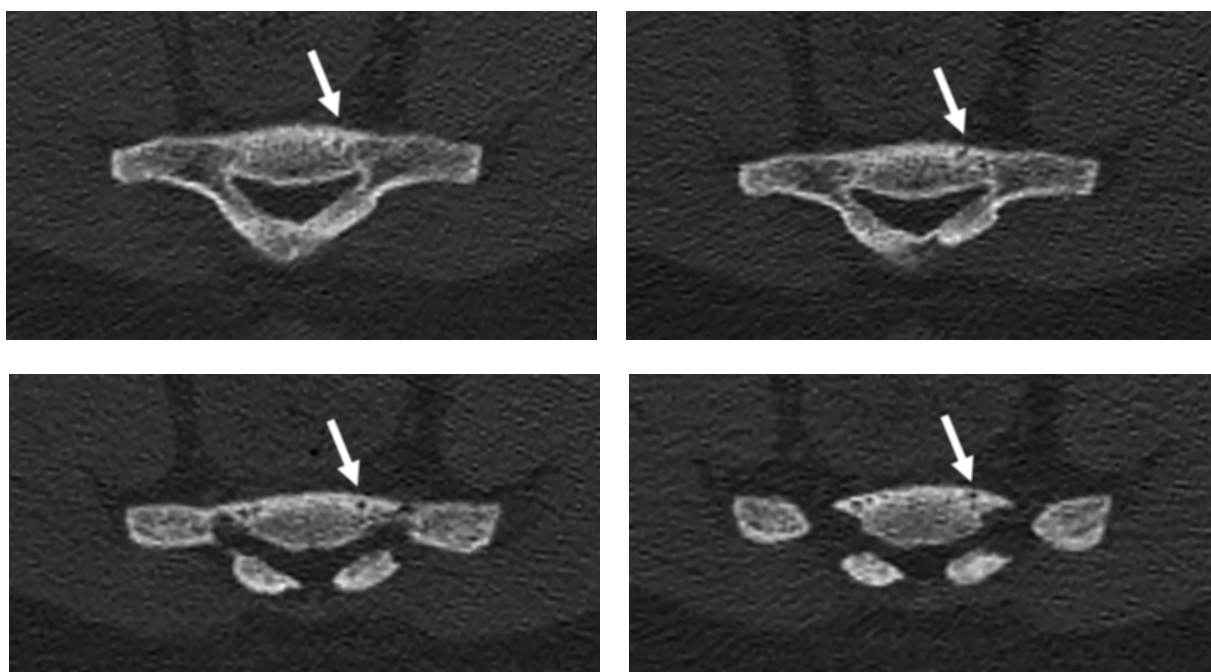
Компьютерные томограммы S_{IV} пациента Д. в аксиальной проекции, в положении лежа на спине от 29.03.22. Стрелки указывают на целостность кортикального слоя кости
